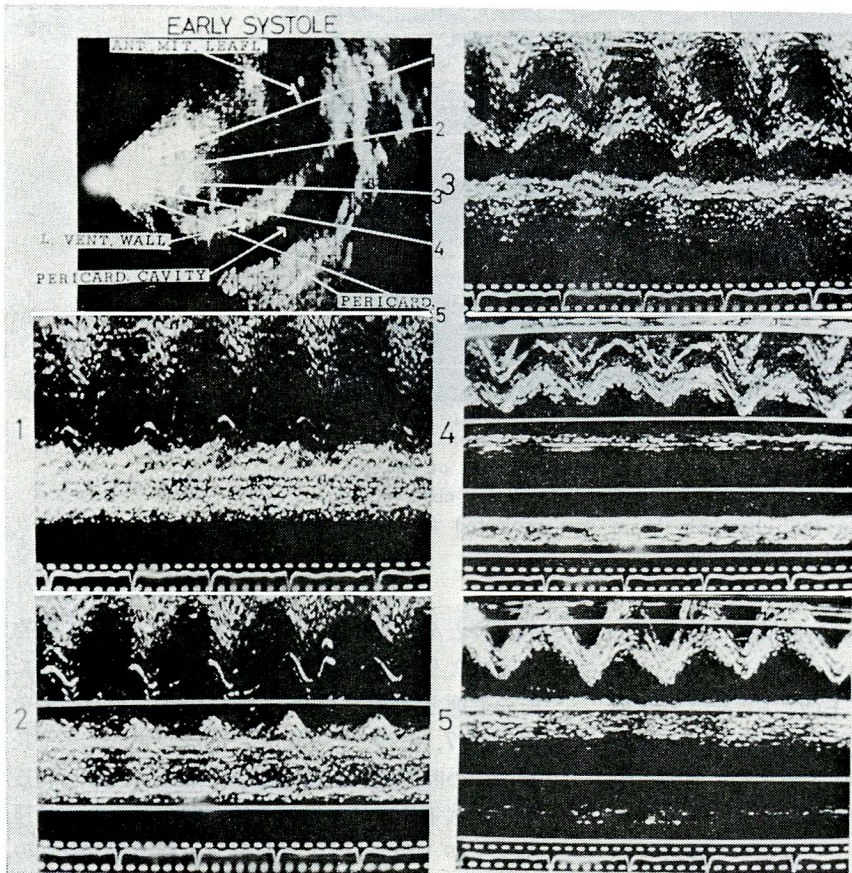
Utrasono-cardiograms in the case with a large amount of effusion. These UCG are recorded when the ultrasonic beam is projected along the direction of the white line on ultrasono-cardiotomogram
